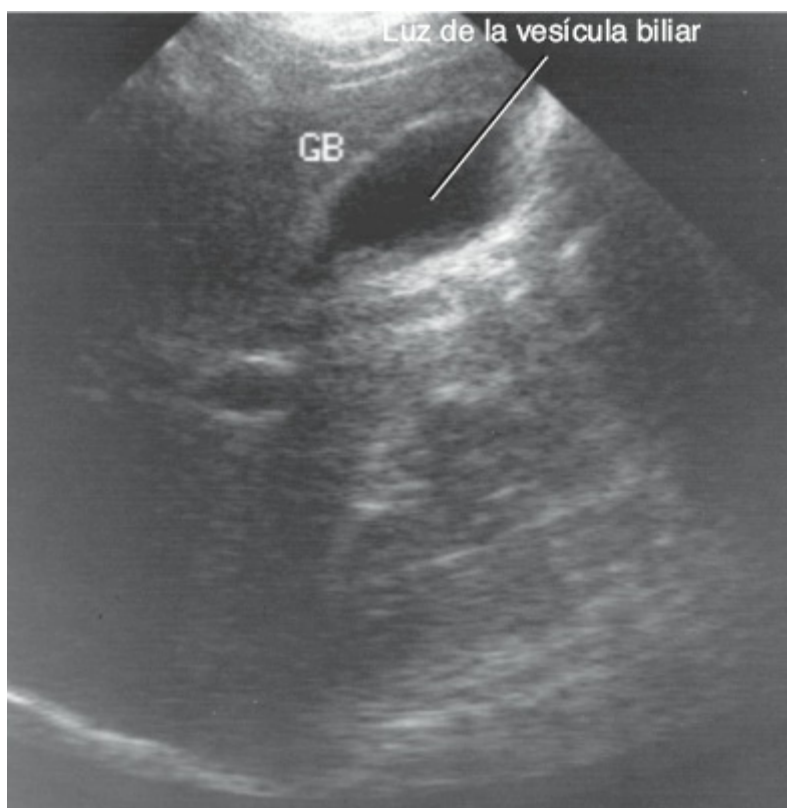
Ecografía de la porción superior del abdomen que muestra la luz de la vesícula biliar. (cortesía de: Dr. M.C. Hill).
